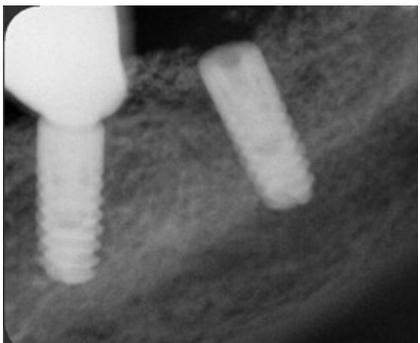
Прицельный рентгеновский снимок. Состояние через 2 месяца после второго этапа (имплантация), перед установкой формирователей десневой манжетки.
